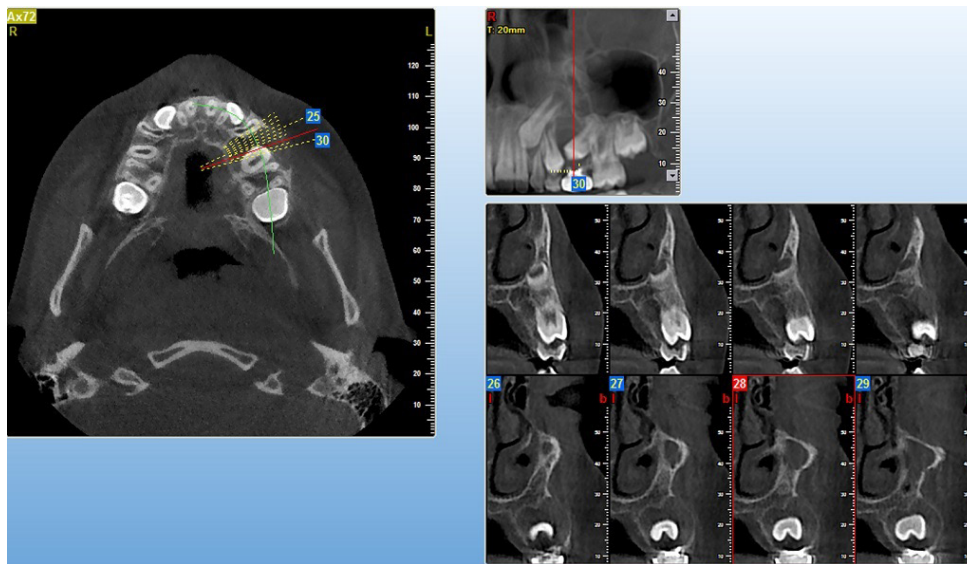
Imagen del CBCT. Se detectó un hallazgo parecido a un quiste con un adelgazamiento del hueso cortical vestibular y palatal (en vista sagital).
